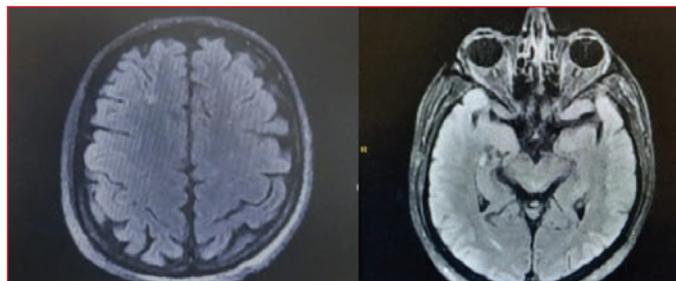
Cranial diffusion MRI shows multiple acute ischemic infarcts.
